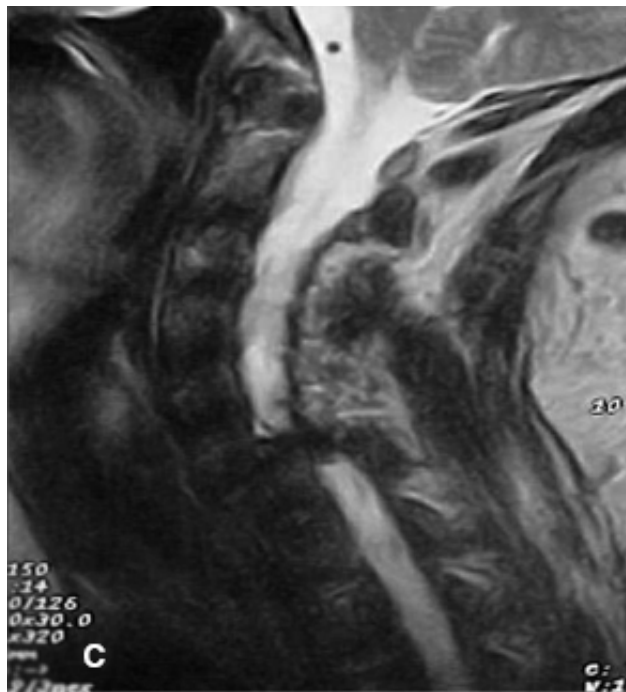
Traumatismo da coluna cervical. A. Radiografia simples da coluna cervical mostrando comprometimento de C5-C6. B. Tomografia computadorizada mostrando fratura do corpo vertebral com fragmento ósseo no canal medular. C. Ressonância magnética evidenciando hérnia discal traumática com compressão medular.
